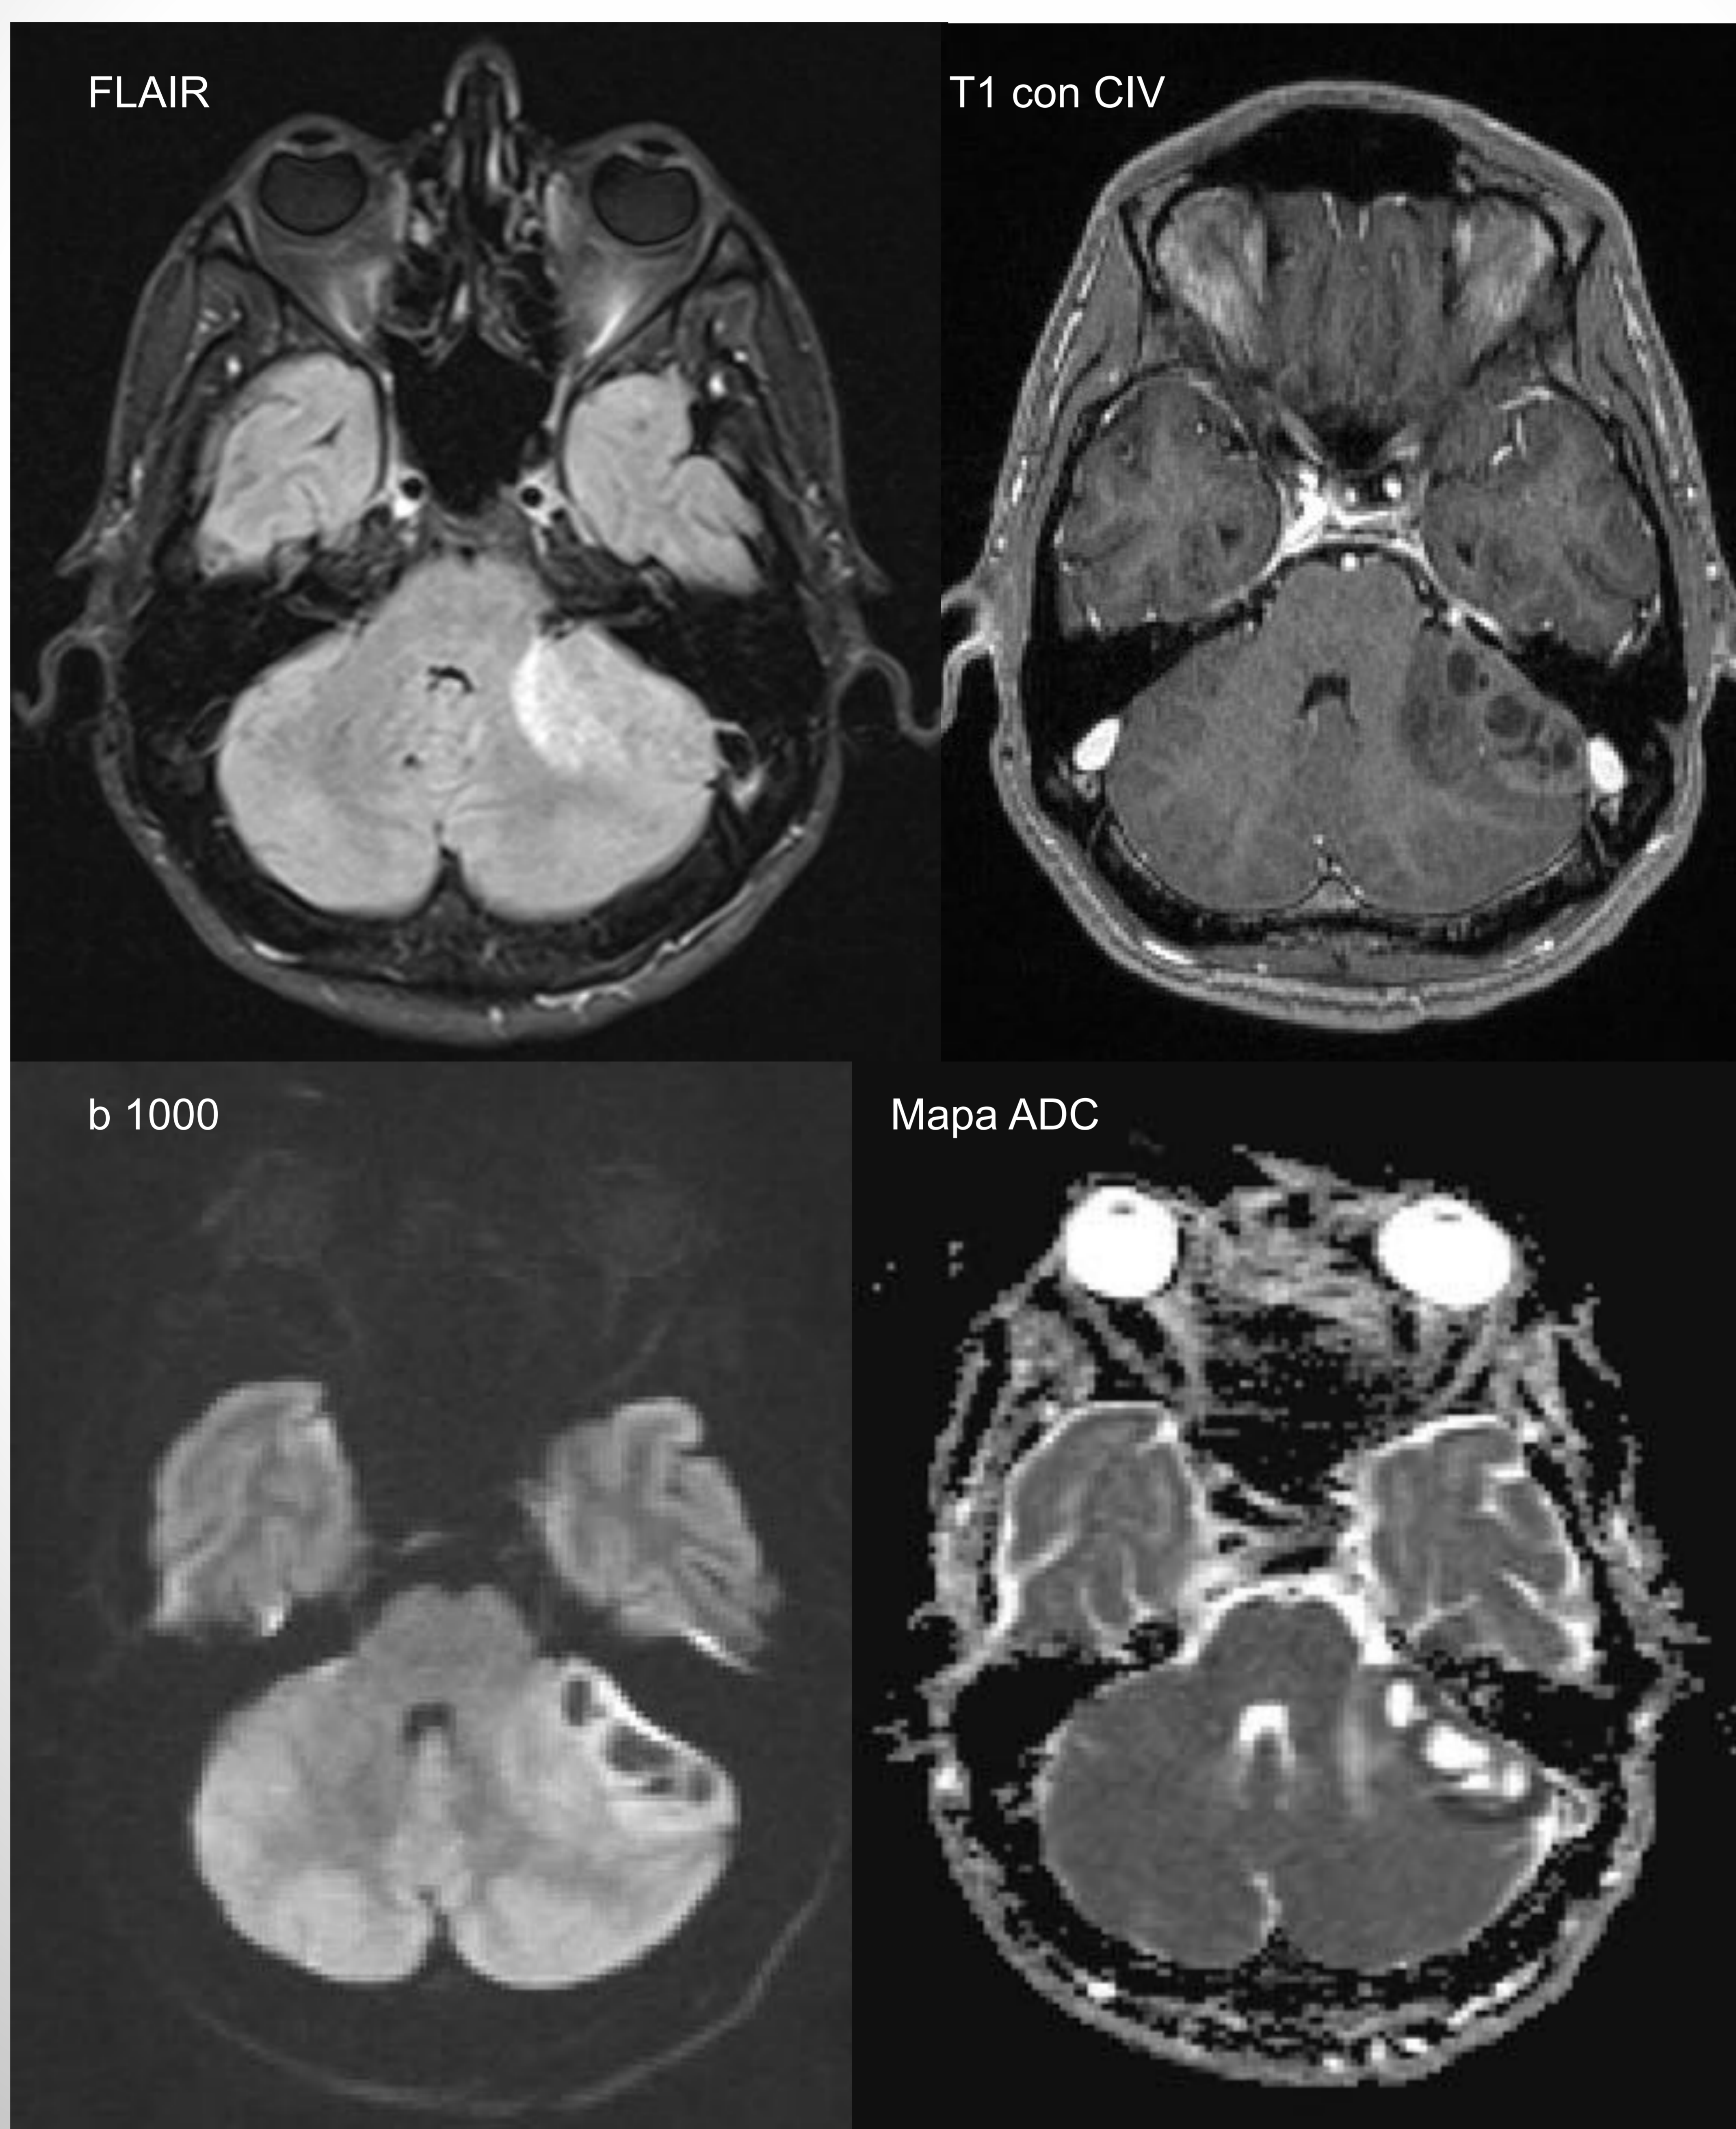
Imágenes de RM en secuencias FLAIR, T1 con gadolinio y DWI. Se observa una lesión extraaxial localizada en la zona del ángulo pontocerebeloso izquierdo y región adyacente posterior. Presenta una señal mixta sólida-quística en todas las secuencias, con isointensidad y ausencia de realce del componente sólido tras la administración de CIV. En secuencia DWI se observa restricción del componente sólido. Tras la resección tumoral el diagnóstico anatomopatológico fue el de meduloblastoma extraaxial con componente quístico.
